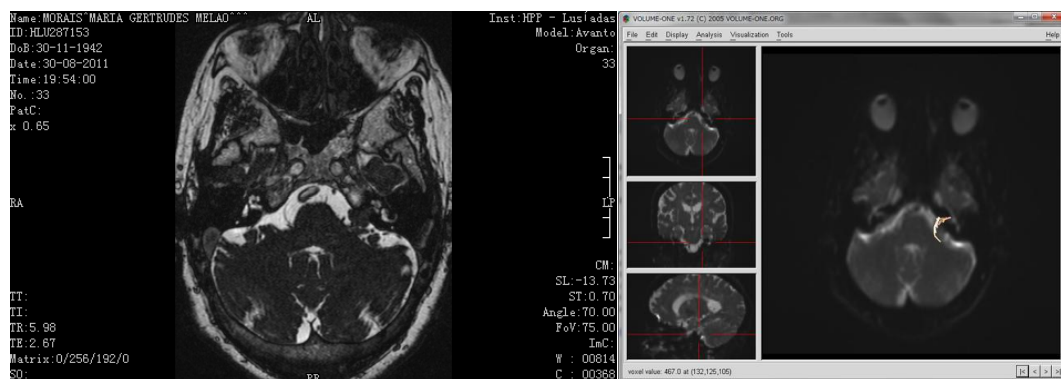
CASO 4: Esquerda: Schwannoma vestibular do ângulo ponto-cerebeloso esquerdo (RM CE, T2 cisternografia, corte axial) Direita: Tratógrafia do Nervo Facial (a branco), que revela uma posição anterior do nervo facial em relação ao tumor, corte axial.
